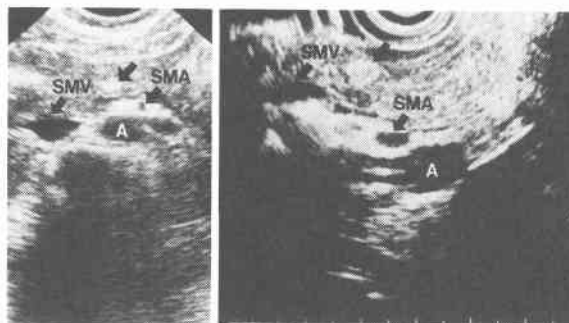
A, Real-time ultrasound scan of the pancreas, showing a hyperechoic tumor (arrowhead) in the pancreas head. B, Endoscopic ultrasound scan of the same area showing a same hyperechoic tumor (arrowhead).
